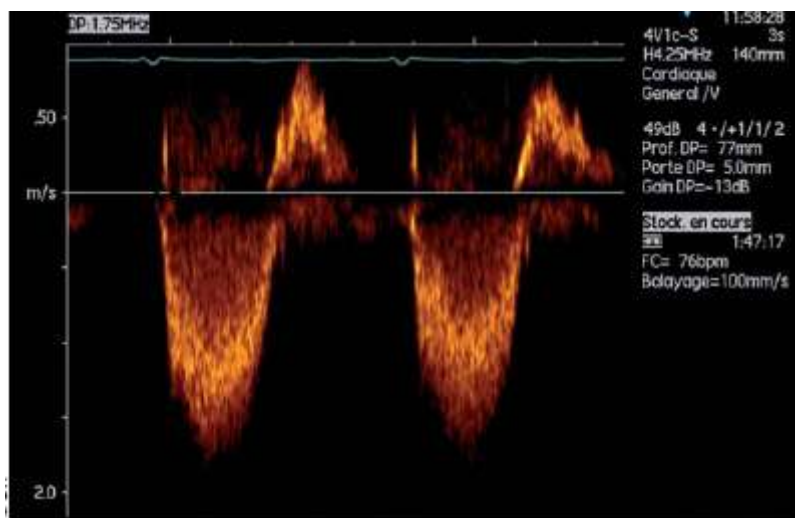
Flux laminaire d'IT en Doppler pulsé²⁶.
